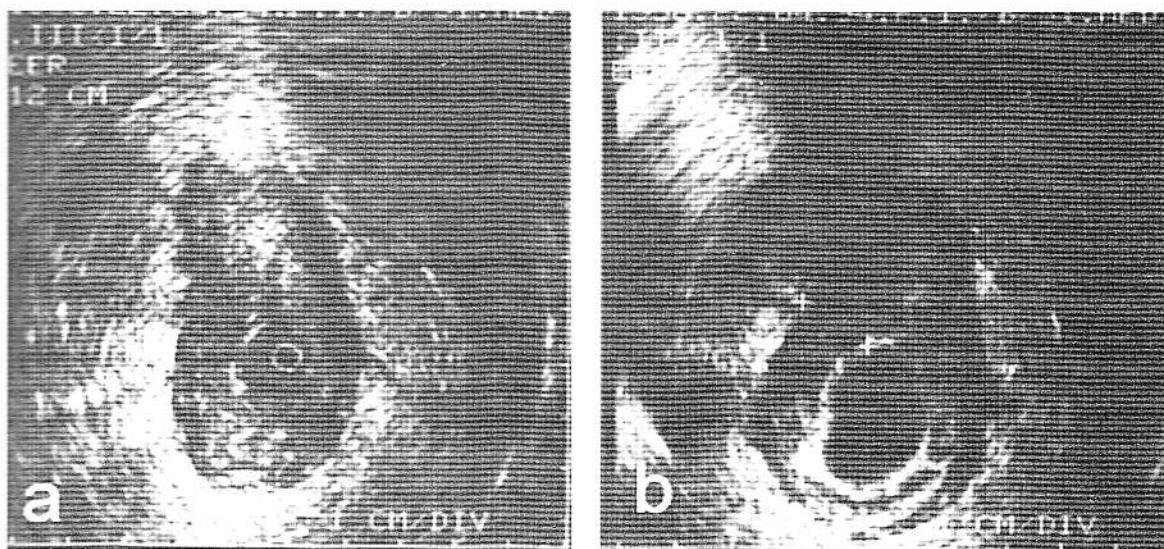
Aspectul ecografic endorectal al unei tumori cu consistență scăzută ca balonăș de cauciuc (a) și fără balonăș de cauciuc (b)
